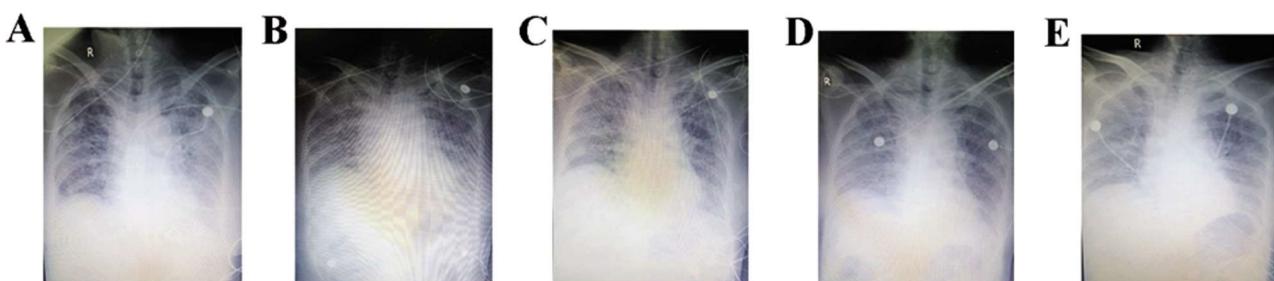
患者胸部X线结果(A:2月6日;B:2月10日;C:2月14日;D:2月16日;E:2月21日)
